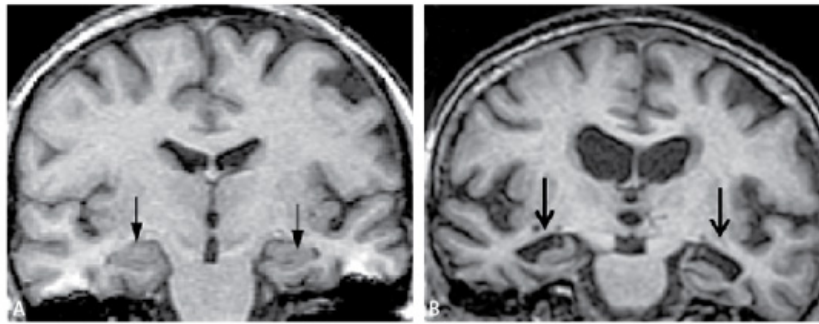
Atrofia de hipocampo vista en estudios de neuroimagen por resonancia magnética. A la izquierda se observa un sujeto sano, a la derecha (B) un paciente con EA y atrofia hipocampal y bitemporal característica. Wikimedia Commons.
